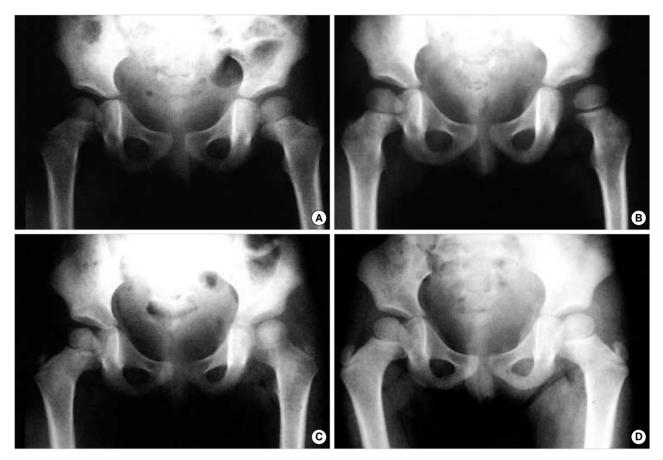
2 year old girl was taken arthrotomy two times after 1 day from symptom onset and after 14 days from 1st arthrotomy. The radio-logical end result was classified as Bennett's grade I and the clinical end result was excellent according to Merle D'Aubigne's clinical grade. A: Immediate postoperative X-ray. B: The follow up X-ray after 14 days from 1st arthrotomy showed widening of left hip joint. C: After 2nd arthrotomy, X-ray was checked. D: The 9 months follow up X-ray from 2nd arthrotomy.
